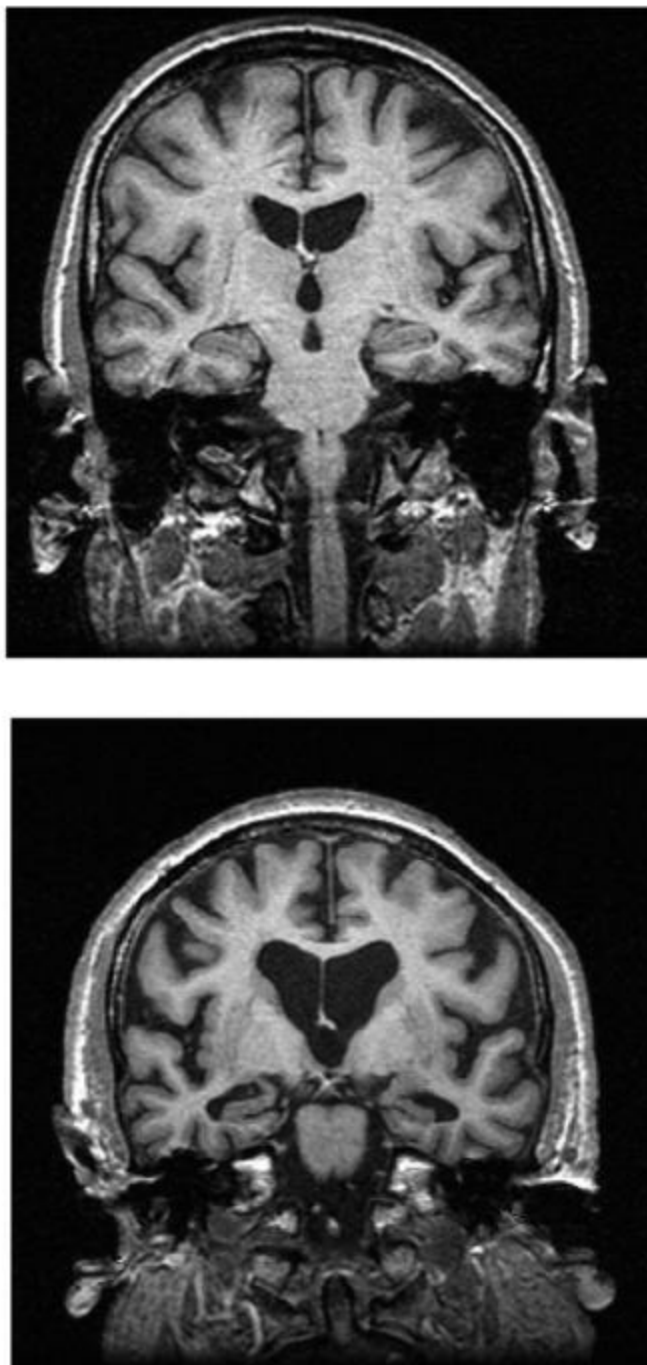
RM de un cerebro sano (izquierda) y de un cerebro con la enfermedad de Alzheimer (derecha) (Fuente: O'Brien, 2007).
